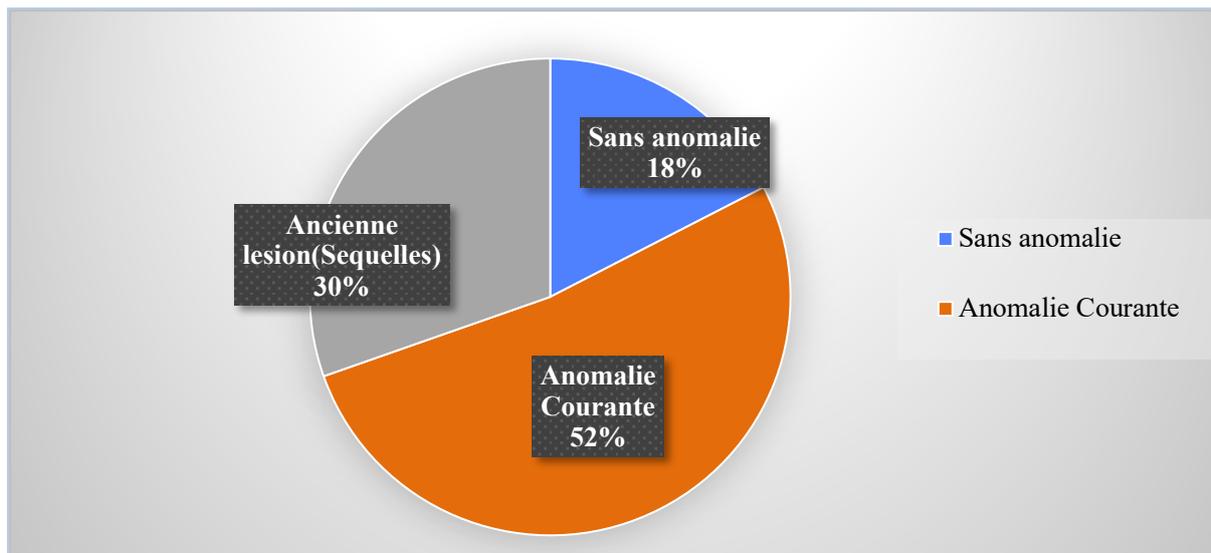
Répartition selon les résultats de la TDM cérébrale.
